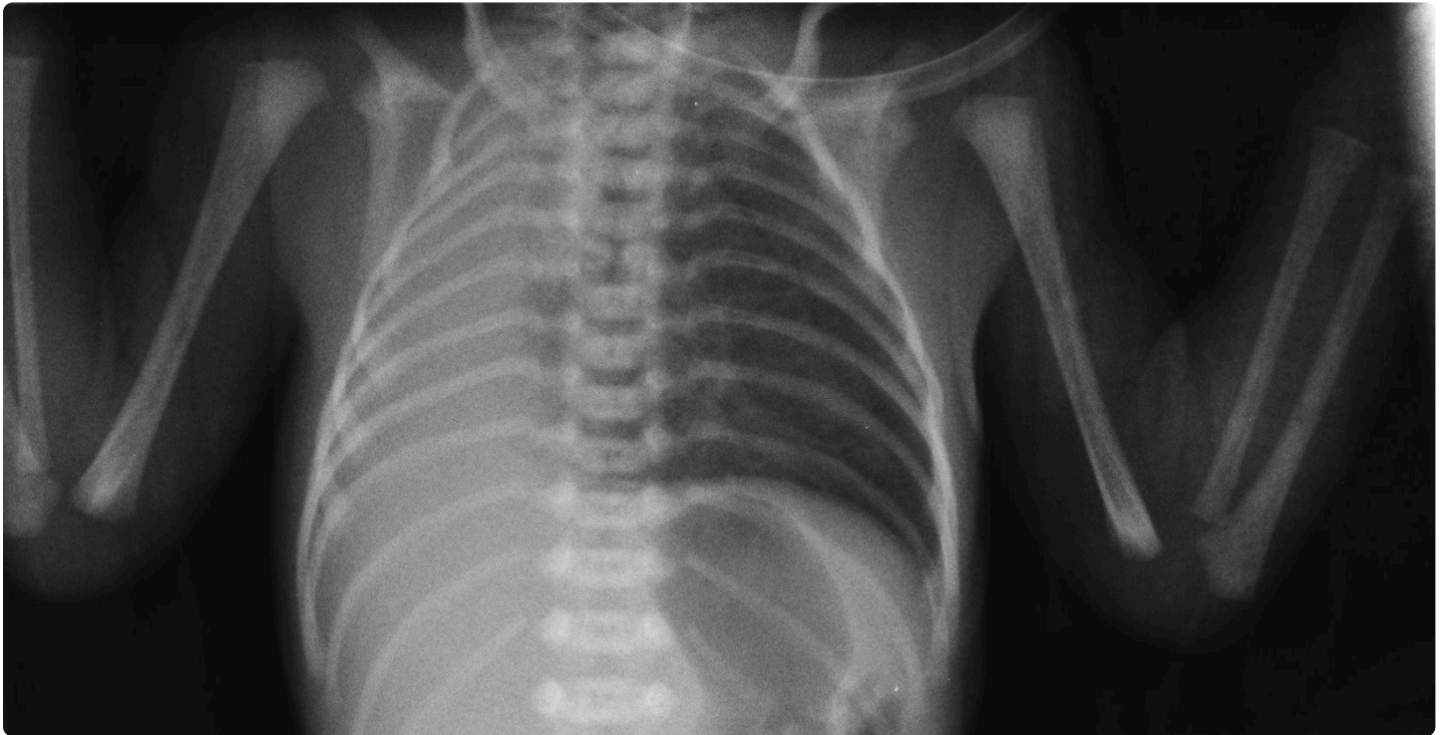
Radiografía torácica: opacificación completa del hemitórax derecho, con desplazamiento de las estructuras mediastínicas hacia el lado ipsilateral.
